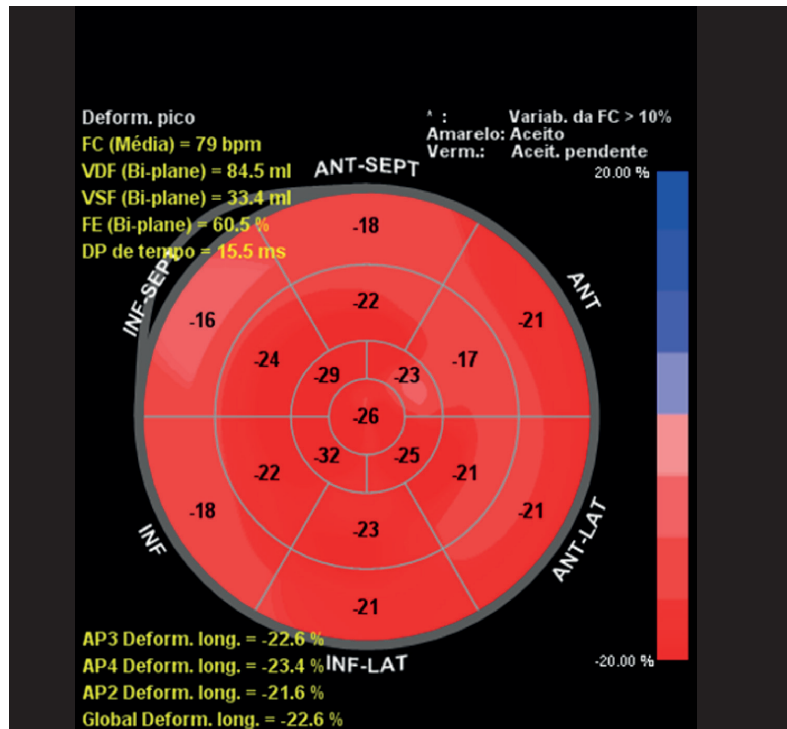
Strain longitudinal global do segundo ecocardiograma com valor normal.
